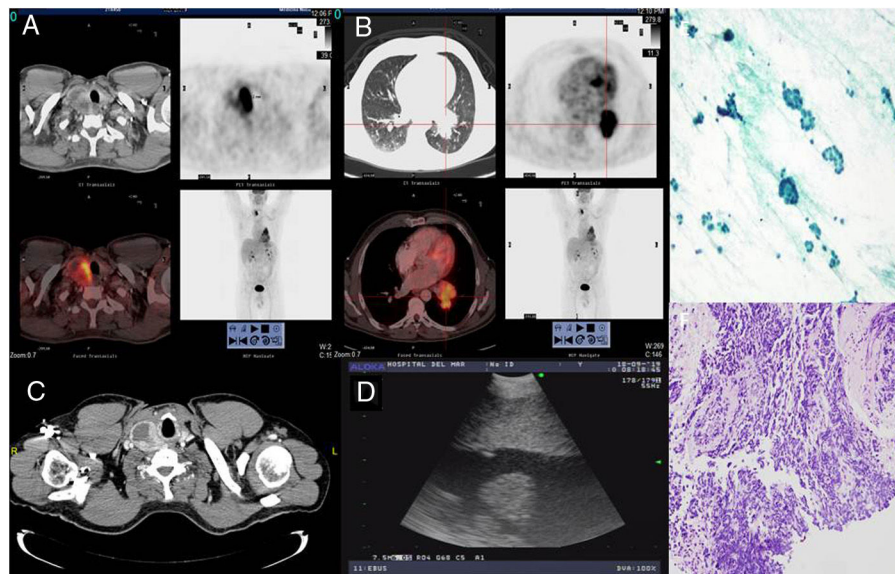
Las imágenes A y B se corresponden con cortes axiales del estudio PET/TC ^{18}F -FDG: A) Las imágenes muestran un depósito patológico de FDG de aspecto heterogéneo, que se proyecta sobre el nódulo tiroideo derecho objetivado en la tomografía computarizada. B) Lesión sólida con elevada captación de FDG en hilio izquierdo con signos de transcisuralidad. C) Corte axial de tomografía computarizada torácica a nivel cervical, que muestra un aumento de volumen nodular del LTD. D) Imagen por USEB del lóbulo tiroideo derecho. E) PATB de tiroides: población celular uniforme de células de Hürthle que se distribuye de manera discohesiva o en folículos, sugestivo de neoplasia folicular de células de Hürthle (tinción de Papanicolaou 40x). F) Biopsia bronquial: carcinoma pulmonar de célula pequeña (tinción de hematoxilina-eosina 20x).
